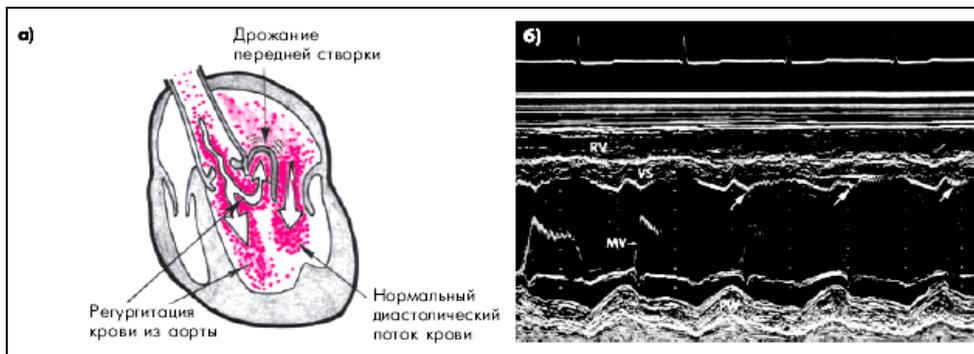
Изменение одномерной эхокардиограммы при аортальной недостаточности:
